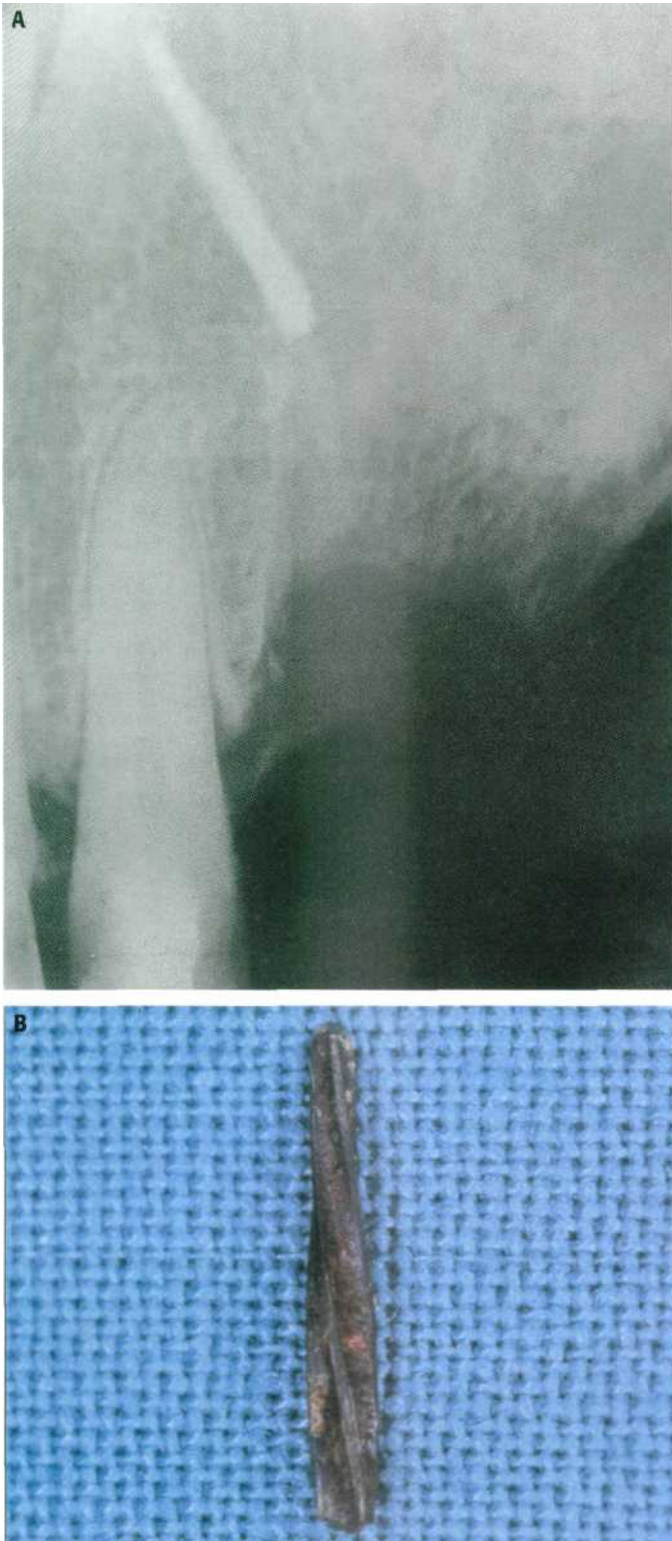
Fractura de una fresa de Lindemann que fue abandonada en la región apical de los incisivos superiores. (A) Radiografía periapical. (B) Fragmento de fresa extraído.
